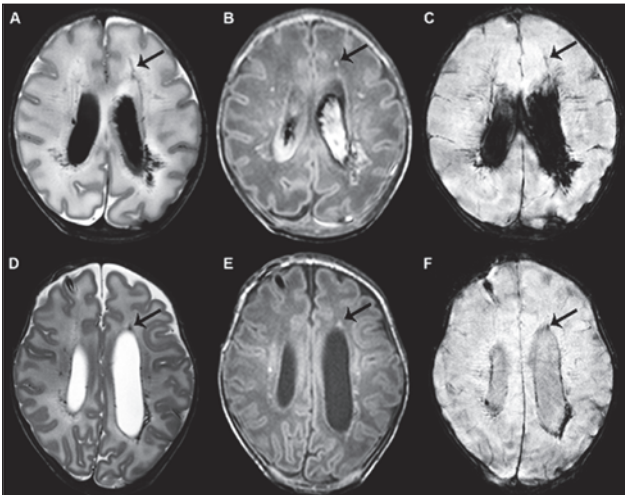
Комбіновані точкові ураження головного мозку з переважанням лінійних у дитини з терміном гестації 32 тижні [43]: A–C — характерні зміни при ранньому проведенні МРТ; D–F — після 40 тижня постконцептуального віку. Режим T2 (A) показує двосторонні ураження у білій речовині головного мозку, при T1-режимі додатково видно невеличкий субдуральний крововилив. Стрілка вказує на найбільше ушкодження, що візуалізується при всіх режимах
